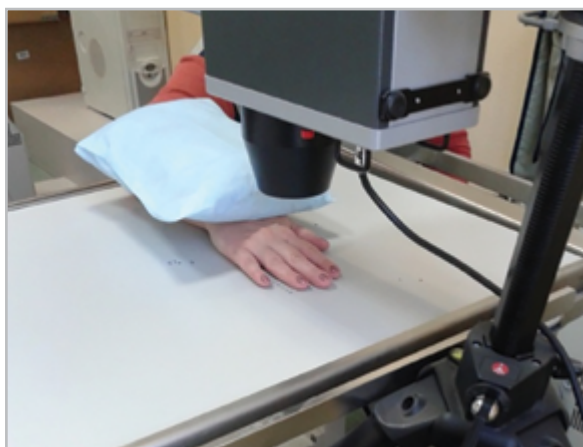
Момент выполнения цифровой микрофокусной рентгенографии «зоны интереса» правой кисти с прямым увеличением изображения в 5,5 раза
